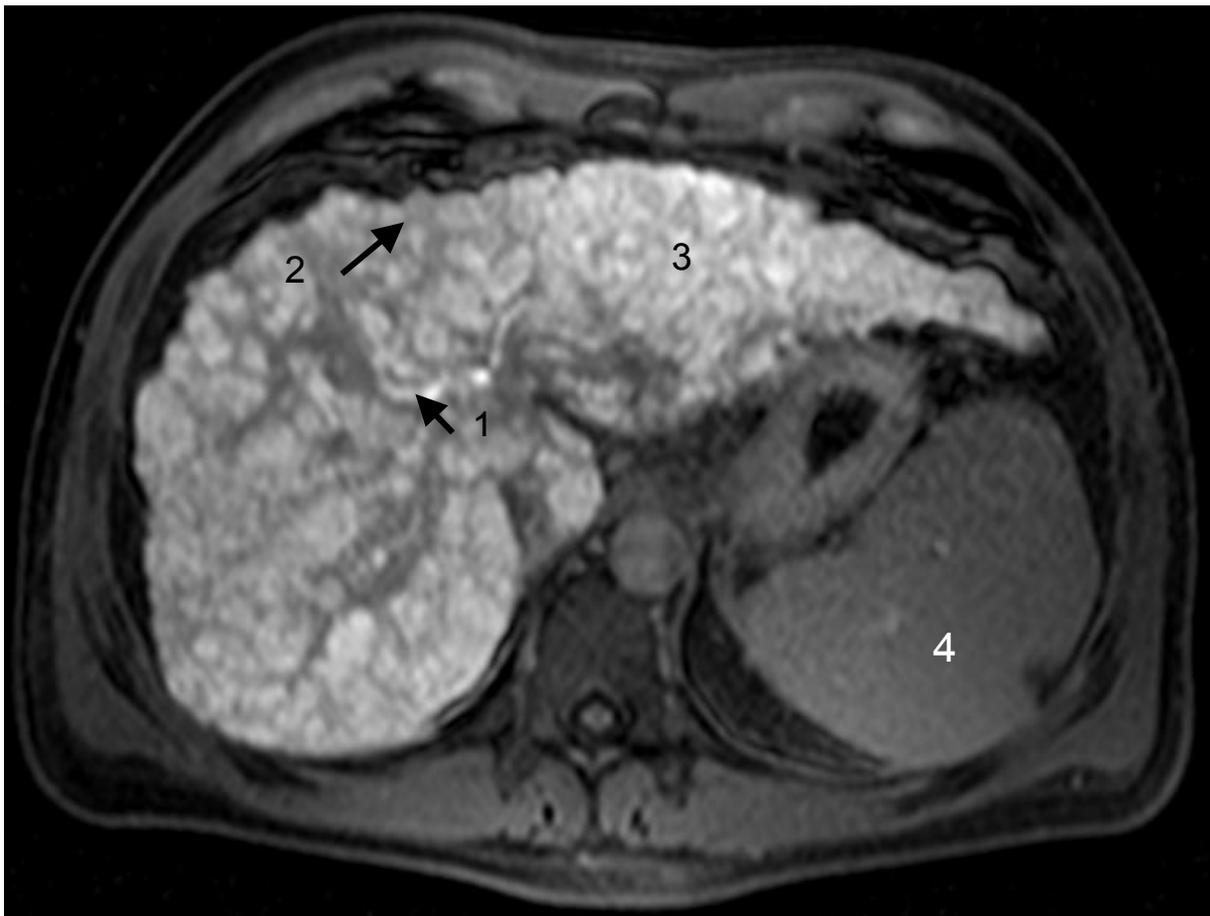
Darstellung einer Leberzirrhose im Stadium A nach Child im 1,5 T MRT; TR 123 TE 6,9; ca. 20 min nach Kontrastmittelgabe; 1 kontrastmittelgefüllter Gallengang, 2 knotig veränderte Oberfläche, 3 hypertrophierter linker Leberlappen, 4 Splenomegalie
